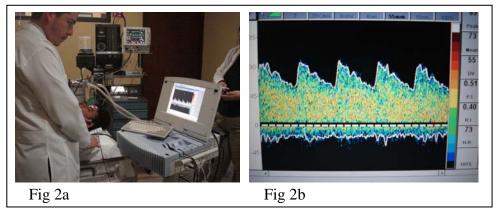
(a): Monitoreo con Doppler transcraneal; (b): Onda de pulso del vaso (ACM) insonado durante TEC
